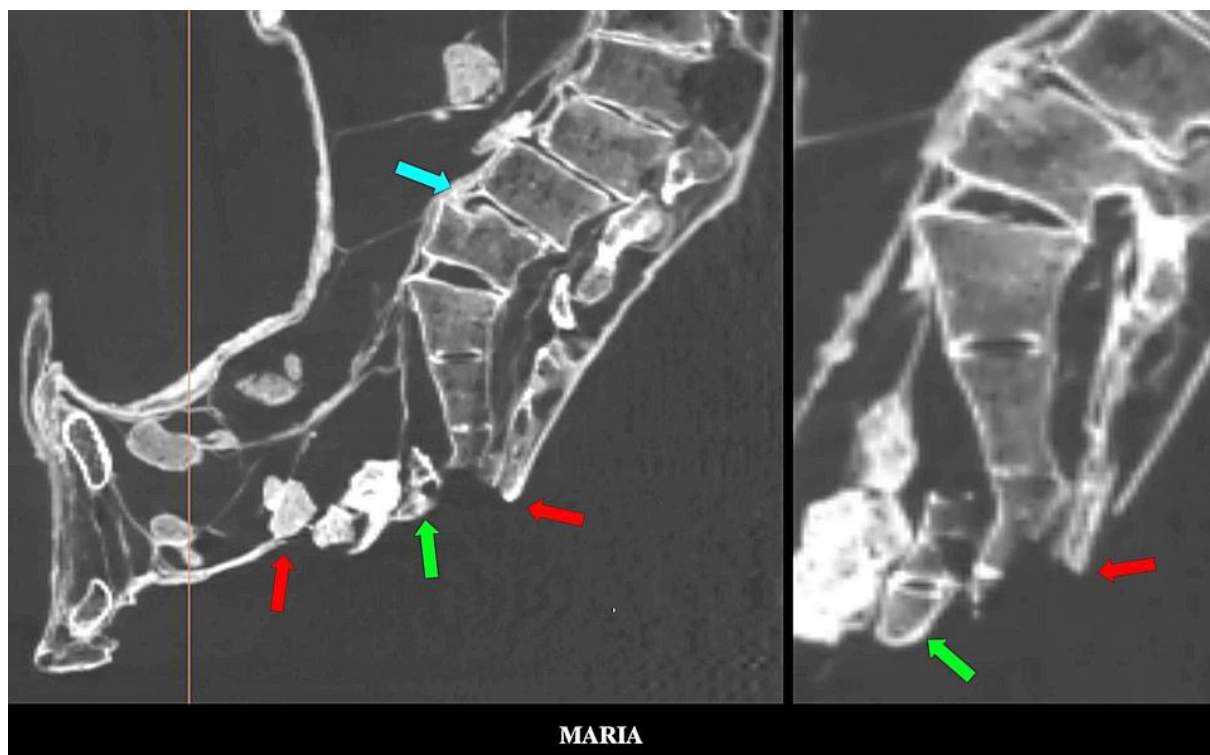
Cortes sagitales de TC 2D que muestran un defecto extenso (flechas rojas) en las zonas sacral y perineal. (izquierda) El sacro (derecha) estaba seccionado a nivel de S3 con un fragmento de fractura (flecha verde) ubicado ligeramente más anterior.
